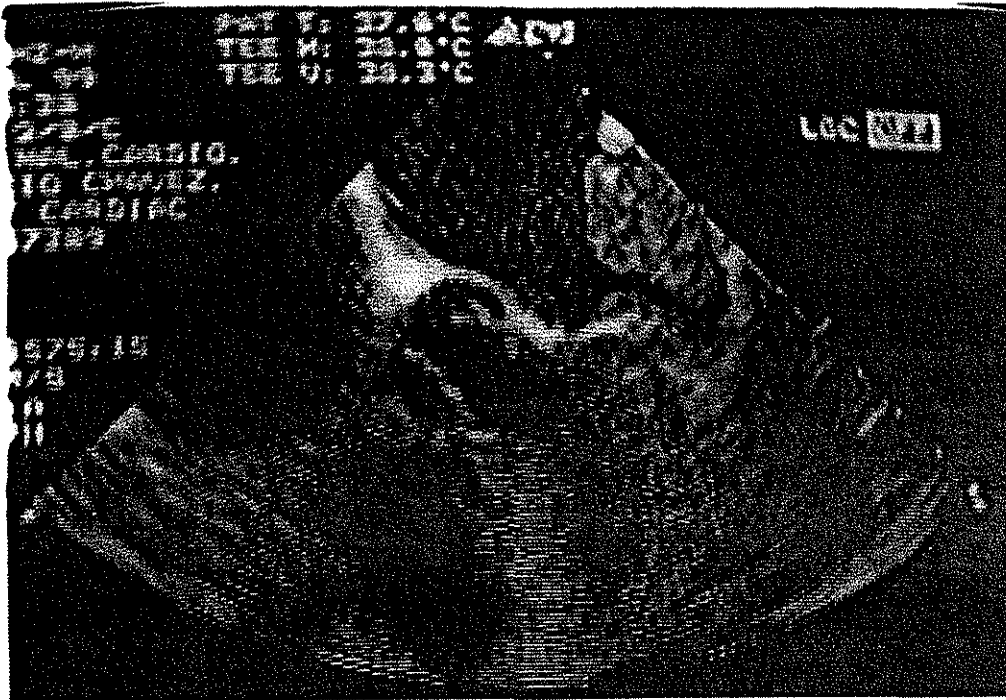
Ecocardiograma transesofágico se observa gran trombo que se origina en la orejuela izquierda y se proyecta al interior de la cavidad atrial, en el resto de la cavidad atrial hay ecos de contraste espontáneo.
